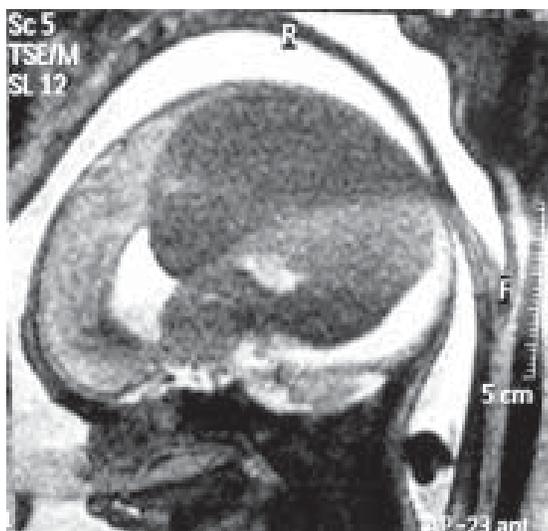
Resonancia magnética fetal. Corte parasagital.
